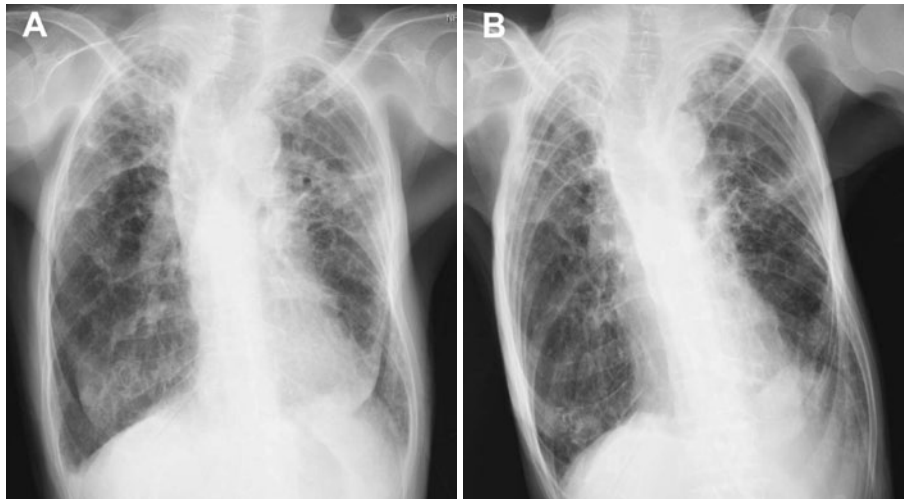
Chest X-rays in February 2010 (A) and on admission in October 2010 (B) show various sizes of multiple cysts in the bilateral upper lobe of the lung. After about 9 months, the number and size of the cysts both increased.
